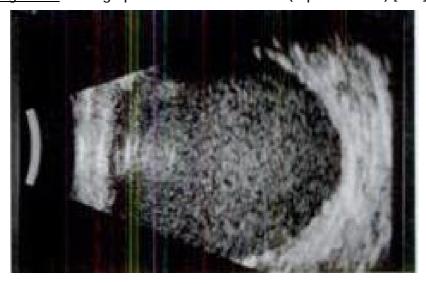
image échographique d'une hémorragie intravitréenne [138].
